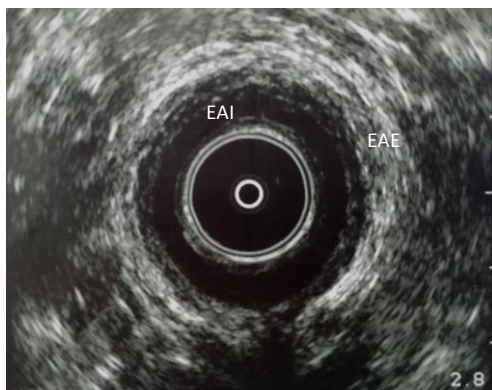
Ecografía anal de un conducto anal sin lesiones esfinterianas en tercio medio. EAI: Esfínter anal interno. EAE: Esfínter anal externo.
